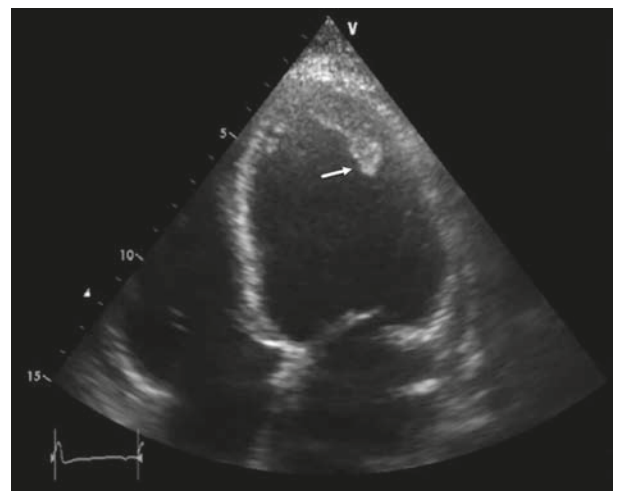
Ecocardiograma Doppler en vista de 4 cámaras apical donde se evidencia dilatación biventricular con trombo intraluminal en región lateroapical del ventrículo izquierdo (flecha).
